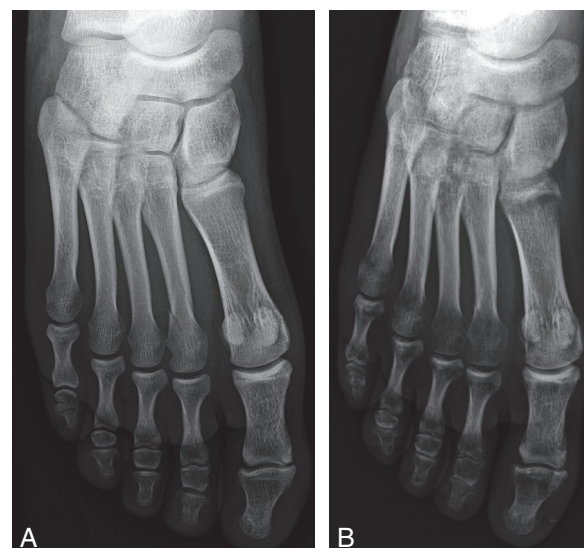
Radiographie de l'avant-pied.
